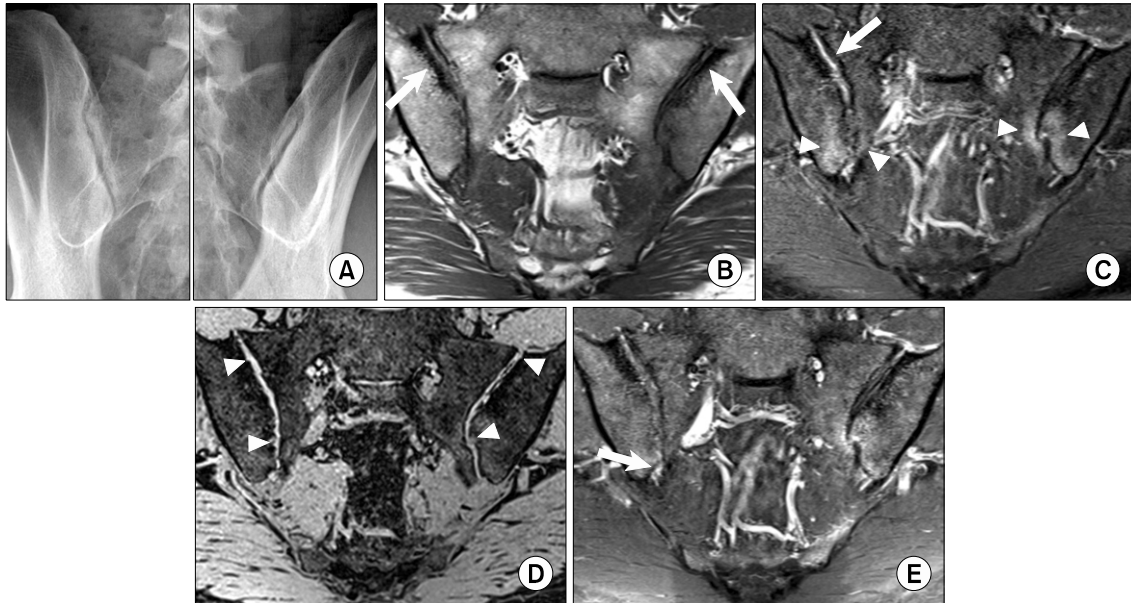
Bilateral sacroiliitis in a 35-year-old man with ankylosing spondylitis. (A) Oblique views of sacroiliac joints show subcortical erosions, subchondral sclerosis, and joint space narrowing at the right sacroiliac joint (grade 3) and subchondral sclerosis at the left sacroiliac joint (grade 2). (B) Oblique coronal T1-weighted magnetic resonance image (MRI) of the synovial portion of the sacroiliac joints shows subchondral sclerosis (arrows) at bilateral sacroiliac joints. (C) Oblique coronal fat-suppressed T2-weighted MRI at the same level shows cartilage signal abnormalities (arrow) in the right sacroiliac joint and bone marrow edema (arrowheads) in bilateral sacroiliac joints. (D) Oblique coronal fat-suppressed 3D gradient-echo MRI reveals multiple subcortical erosions (arrowheads) in both sacroiliac joints. (E) Oblique coronal fat-suppressed contrast-enhanced T1-weighted MRI at the same level shows slight synovial enhancement (arrow) in the right sacroiliac joint.
